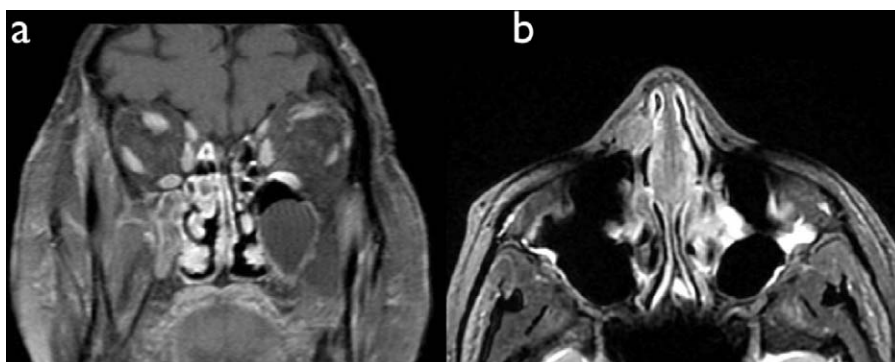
IRM après injection de produit de contraste en T1 avec suppression du signal graisseux : a : patiente de 35 ans présentant une SNS à un stade précoce (coupe coronale) : nombreux nodules sur le septum et les cornets inférieurs, hyperplasie de la muqueuse du sinus maxillaire droit et kyste banal du sinus maxillaire gauche ; b : même patiente 18 mois après l'arrêt de la corticothérapie maintenue pendant deux ans (coupe axiale) : récurrence de la SNS avec important épaissement du septum, infiltration du cartilage septal et des tissus mous paranasaux droits.
